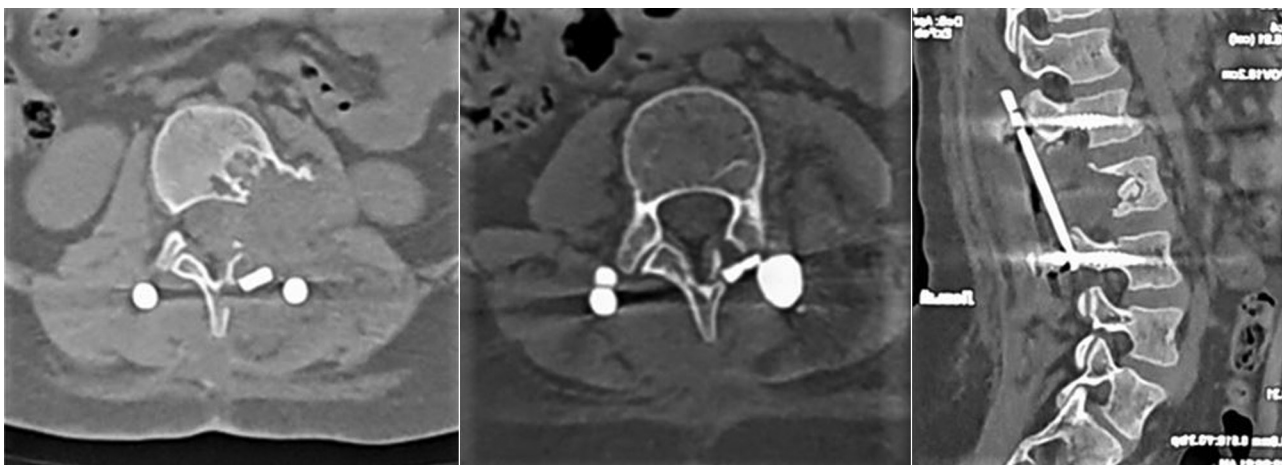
Данные КТ на 3-и сутки после операции
